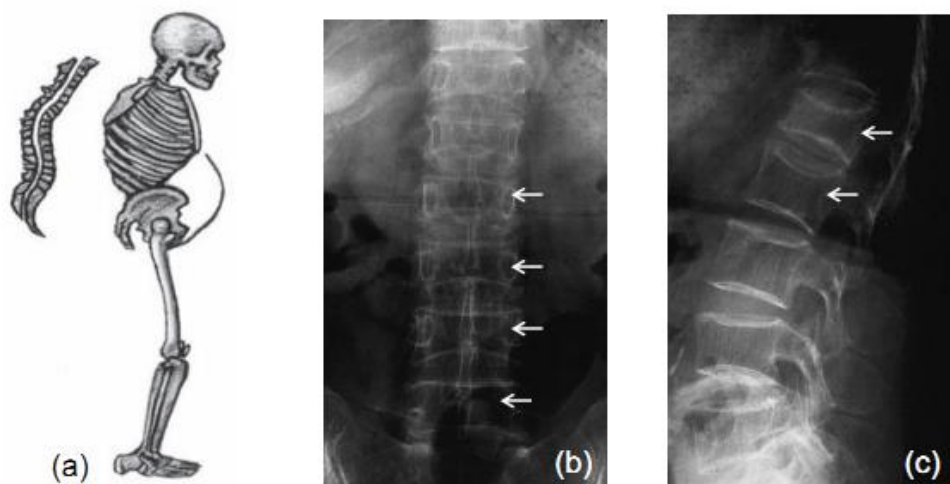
Cifoză dorsală datorată tasărilor vertebrale (a). Radiografie de coloană toraco-lombară față (b) și profil (c) care evidențiază tasări vertebrale multiple (săgeți albe) și demineralizarea difuză a corpurilor vertebrale
